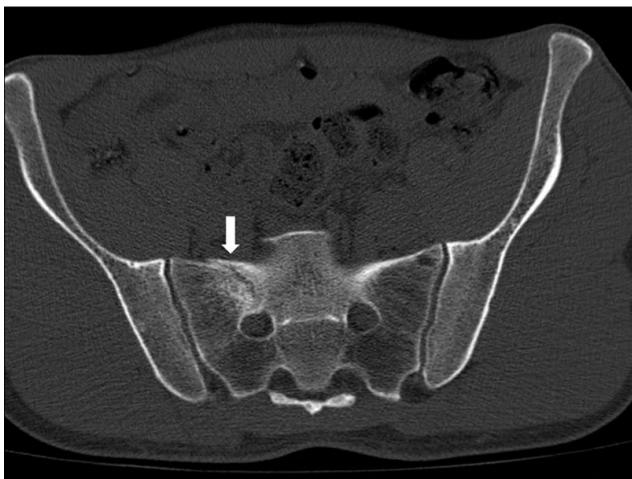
Tomografía Axial Computerizada donde se observa fractura de fatiga del ala sacra derecha.
